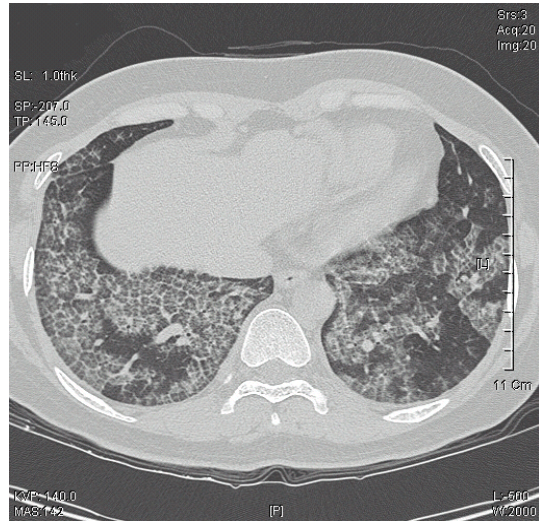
Chest HRCT Shows ground glass attenuation with interlobular septal thickening, a pattern commonly characterized as “crazy paving”.
